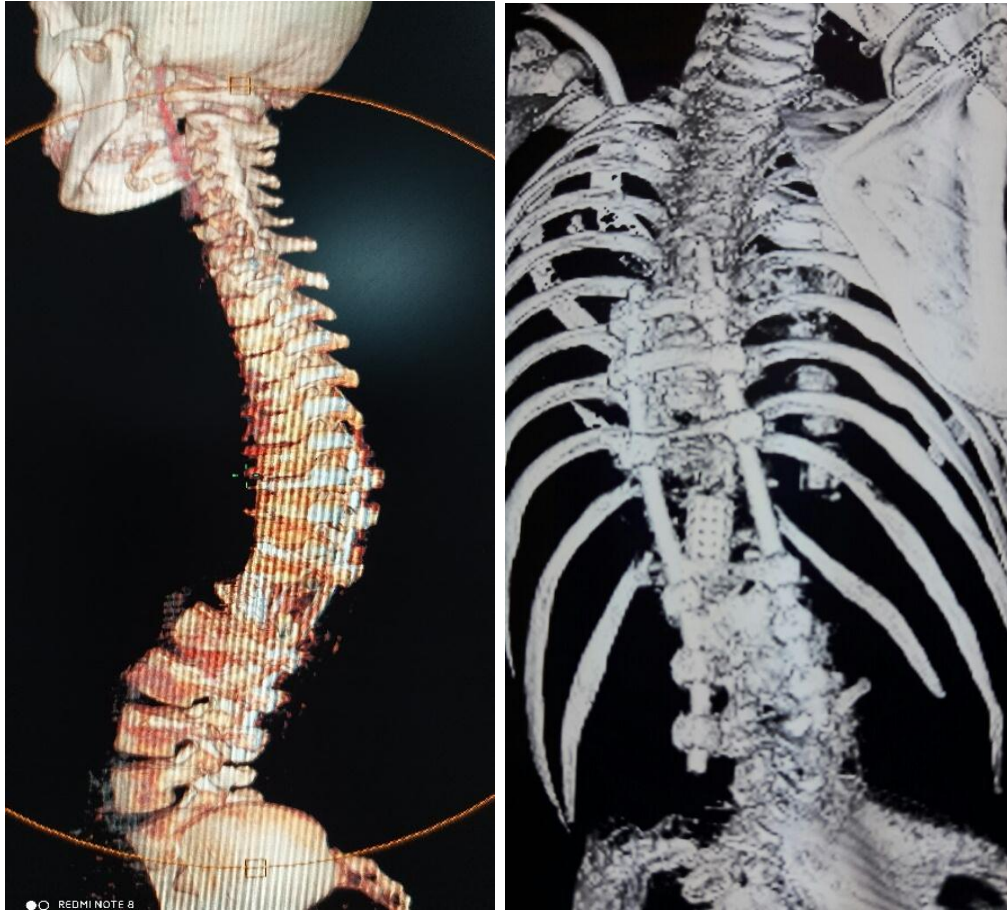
TDM rachidienne de contrôle post-opératoire en reconstruction 3D vue de face et de profil après une PVCR de T11-T12
